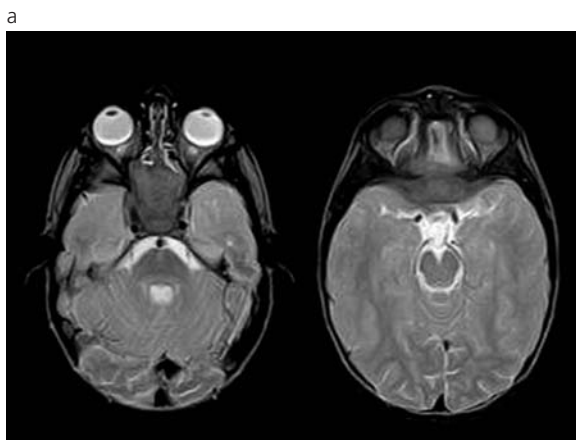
RM. Compromiso del seno esfenoidal. Se identifica como una imagen hipointensa en secuencias T2 (a) y Flair (b), e isointensa en T1 (c) la cual compromete en forma parcial ambas hendiduras esfenoidales y engloba parcialmente ambos senos cavernosos. La hipointensidad de señal en T2 sugiere que corresponde a una lesión muy celular.
